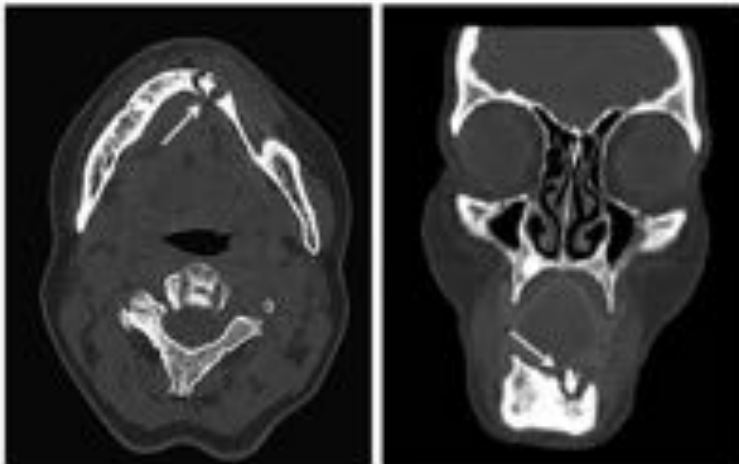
TAC corte axial y coronal. Granuloma de células gigantes (flechas).
